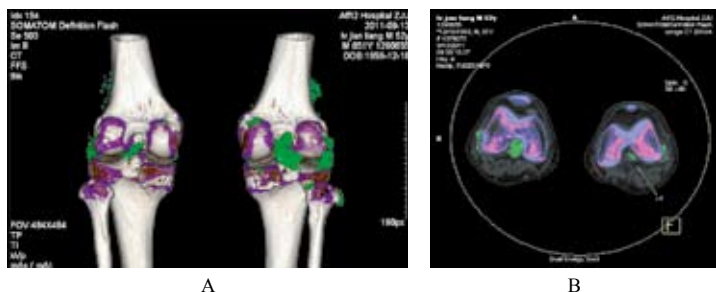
同一患者的双膝双源CT可见大量尿酸盐沉积，可确诊为痛风性关节炎，与B超提示的晶体性关节炎一致
